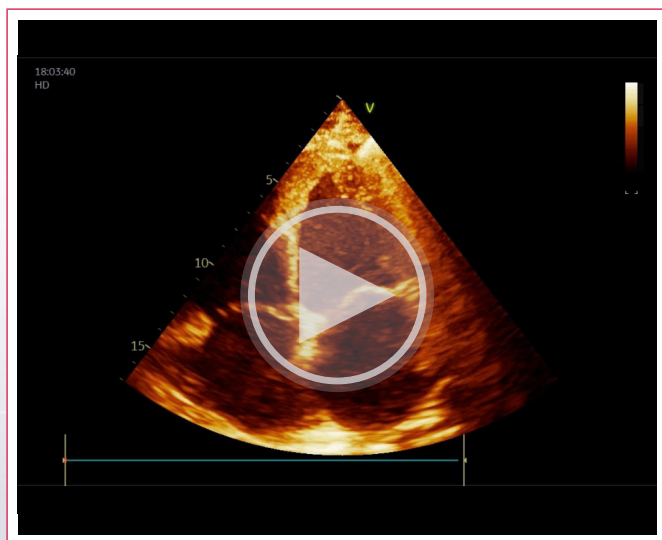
Ecocardiograma transtorácico. Plano apical de cuatro cámaras focalizado en el VI en el que se observa una imagen semilunar ecogénica compatible con trombosis de la disección intramiocárdica.
